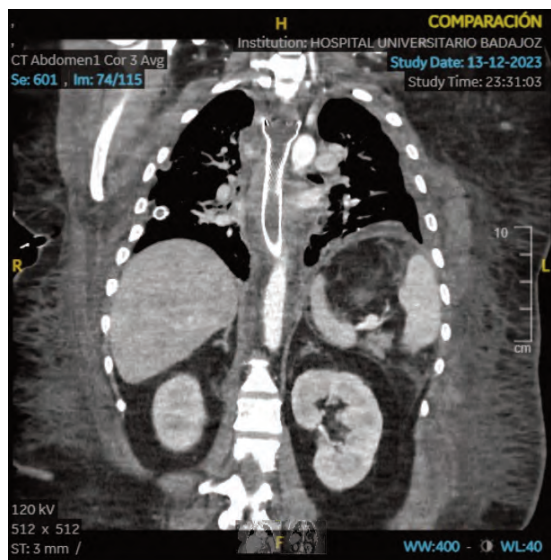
Corte coronal de TAC toracoabdominal en el que se puede observar la endoprótesis metálica bariátrica autoexpandible correctamente colocada en el esófago.
